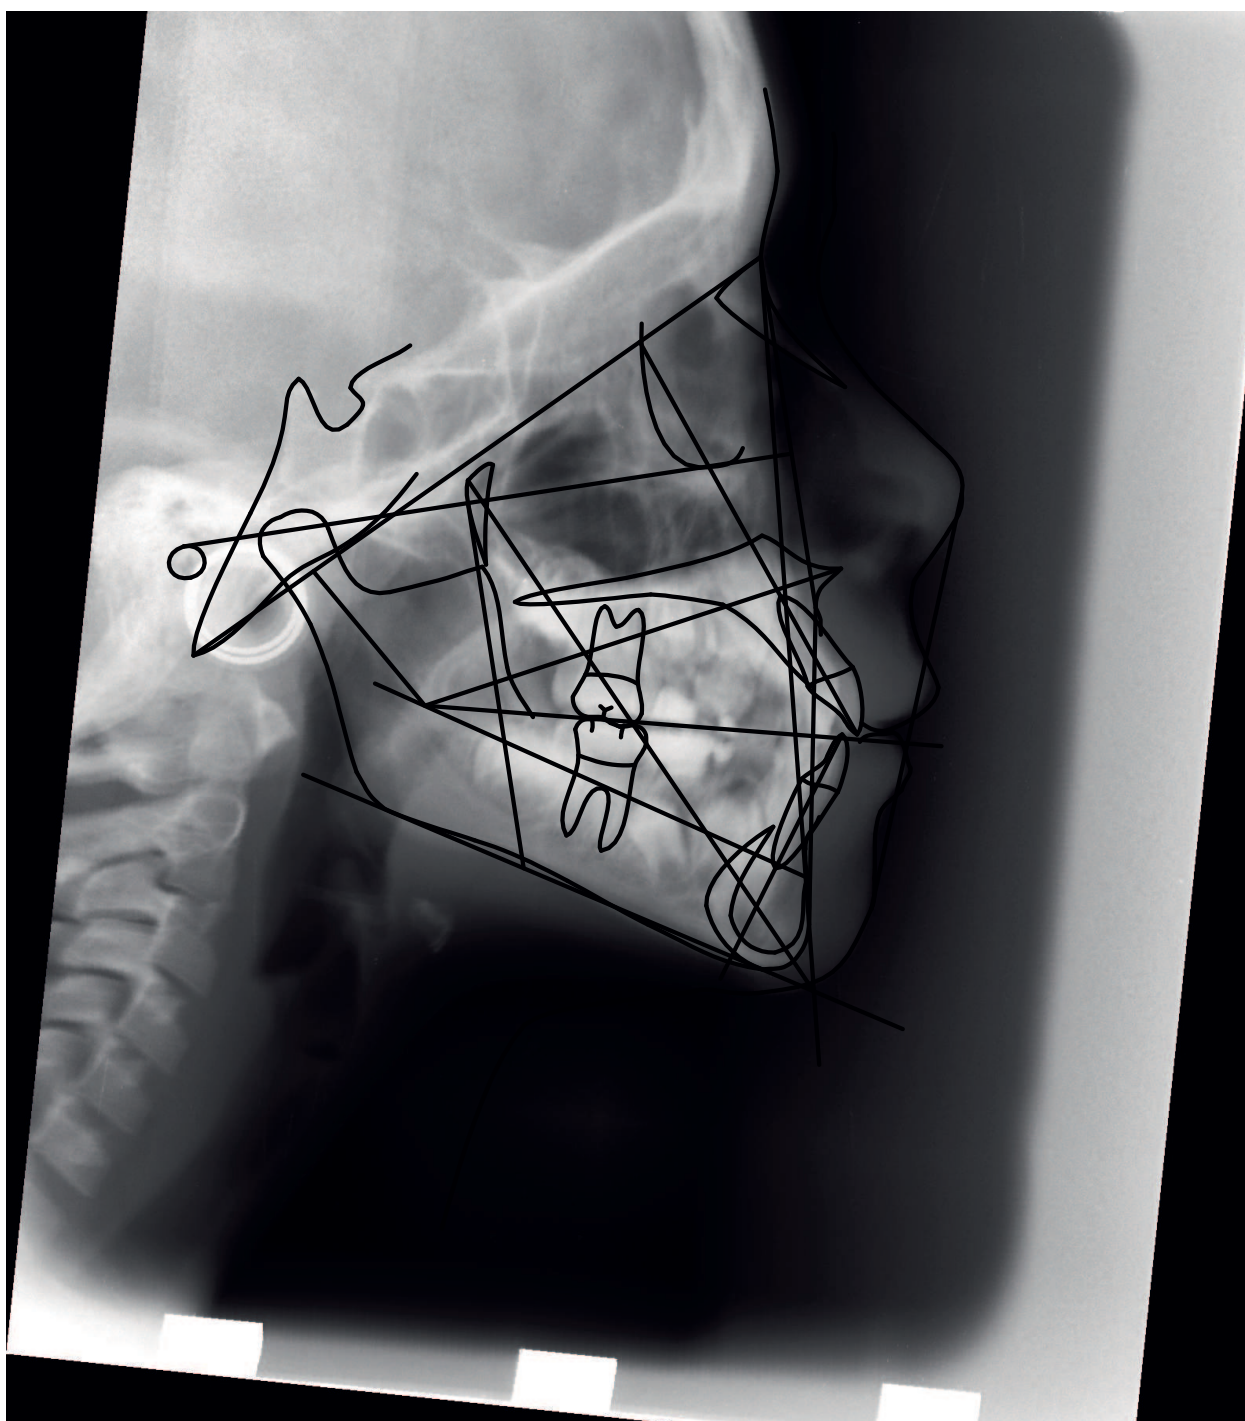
Teleradiografia e traçado cefalométrico do caso clínico 1
